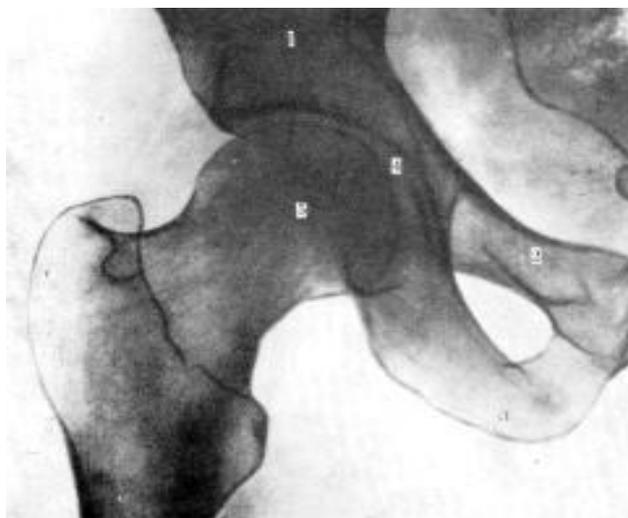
Рентгенограма правого кульшового суглоба (зрілий вік):
